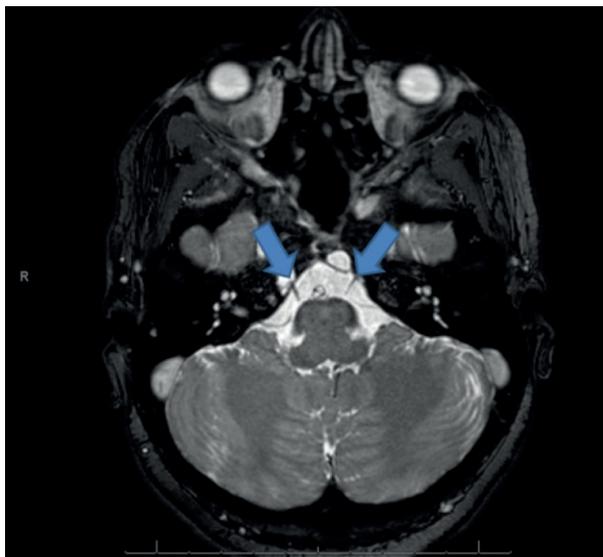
En el corte axial de la RM craneal con secuencia de pares craneales, se visualiza que el trayecto (flechas azules) del VI nervio derecho está más engrosado que el izquierdo.
